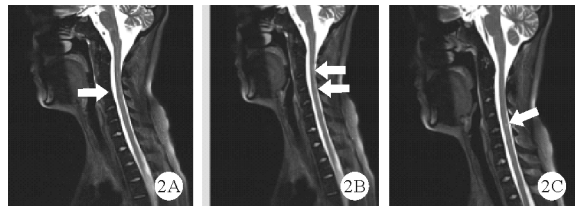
2024年4月22日患者脊柱颈段水成像+普通扫描MRI检查结果(颈髓内散在多处斑片状稍长T2信号影,如箭头所示:A:颈3椎管内脊髓实质;B:颈2~3椎管内脊髓实质;C:颈6椎体后方、椎管内)
